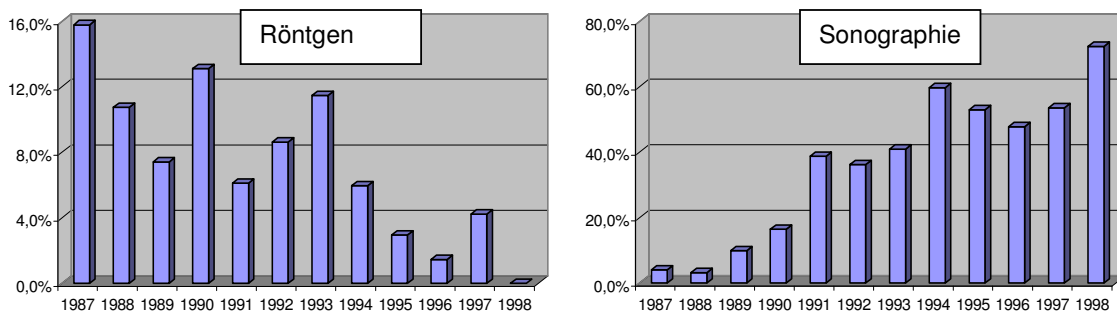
Zahlenmäßige Entwicklung der Röntgen- und Ultraschall-Untersuchungen
